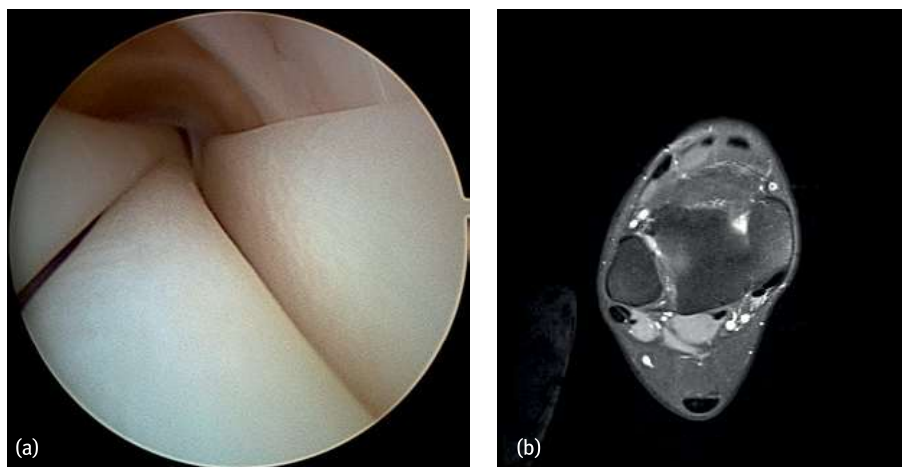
(a) Tenoskopisches Bild einer *Peroneus quartus* Sehne (zwischen der *Peroneus longus* und der *Peroneus brevis* Sehne) bei einer Patientin mit chronischen lateralen Schmerzen am oberen Sprunggelenk. (b) MRT der Patientin mit einem weit nach distal reichenden Muskelbauch des *Peroneus brevis* sowie der *Peroneus quartus* Sehne.
